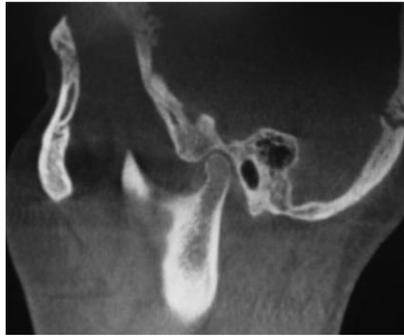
Cone Beam posterior al tratamiento con férula, donde se observa bien centrado el cóndilo en la cavidad glenoidea.
